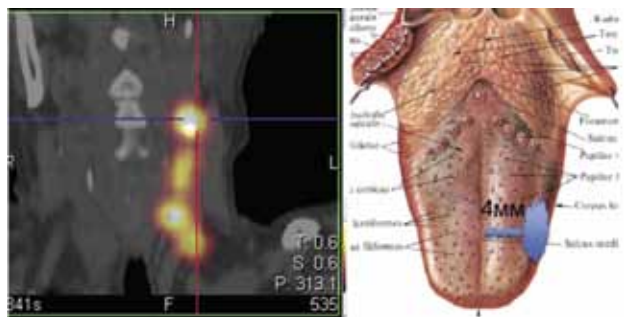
Сцинтиграмма больной Ш. с односторонним лимфооттоком от злокачественного новообразования языка, расположенного латерально (более 4 мм от срединной борозды)
